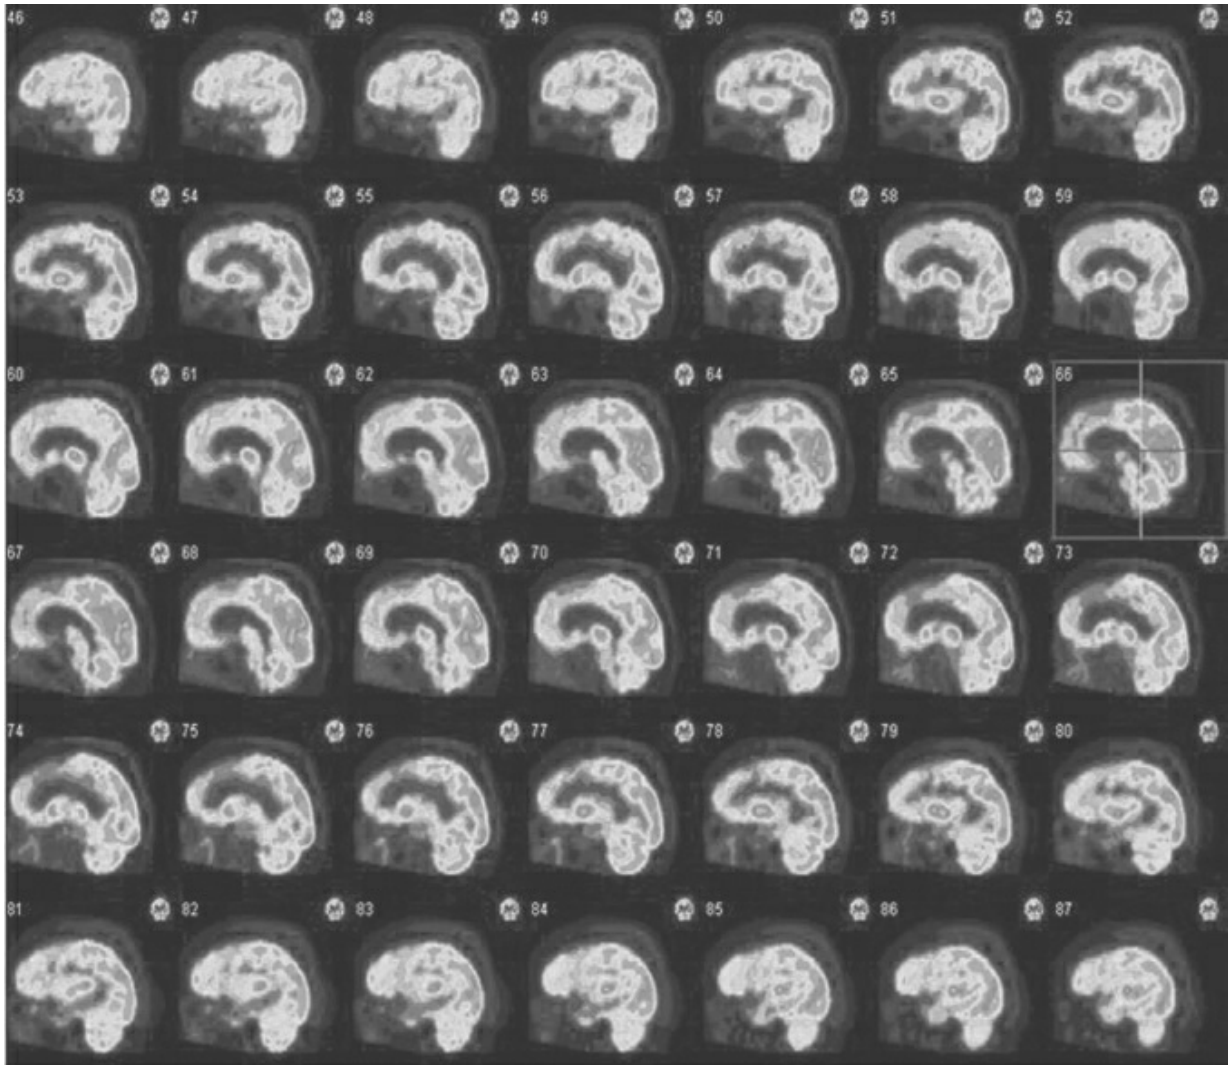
PET-FDG sagital. Cortesía del Dr. Guiyun Wu. También se muestra en el inserto a color.
